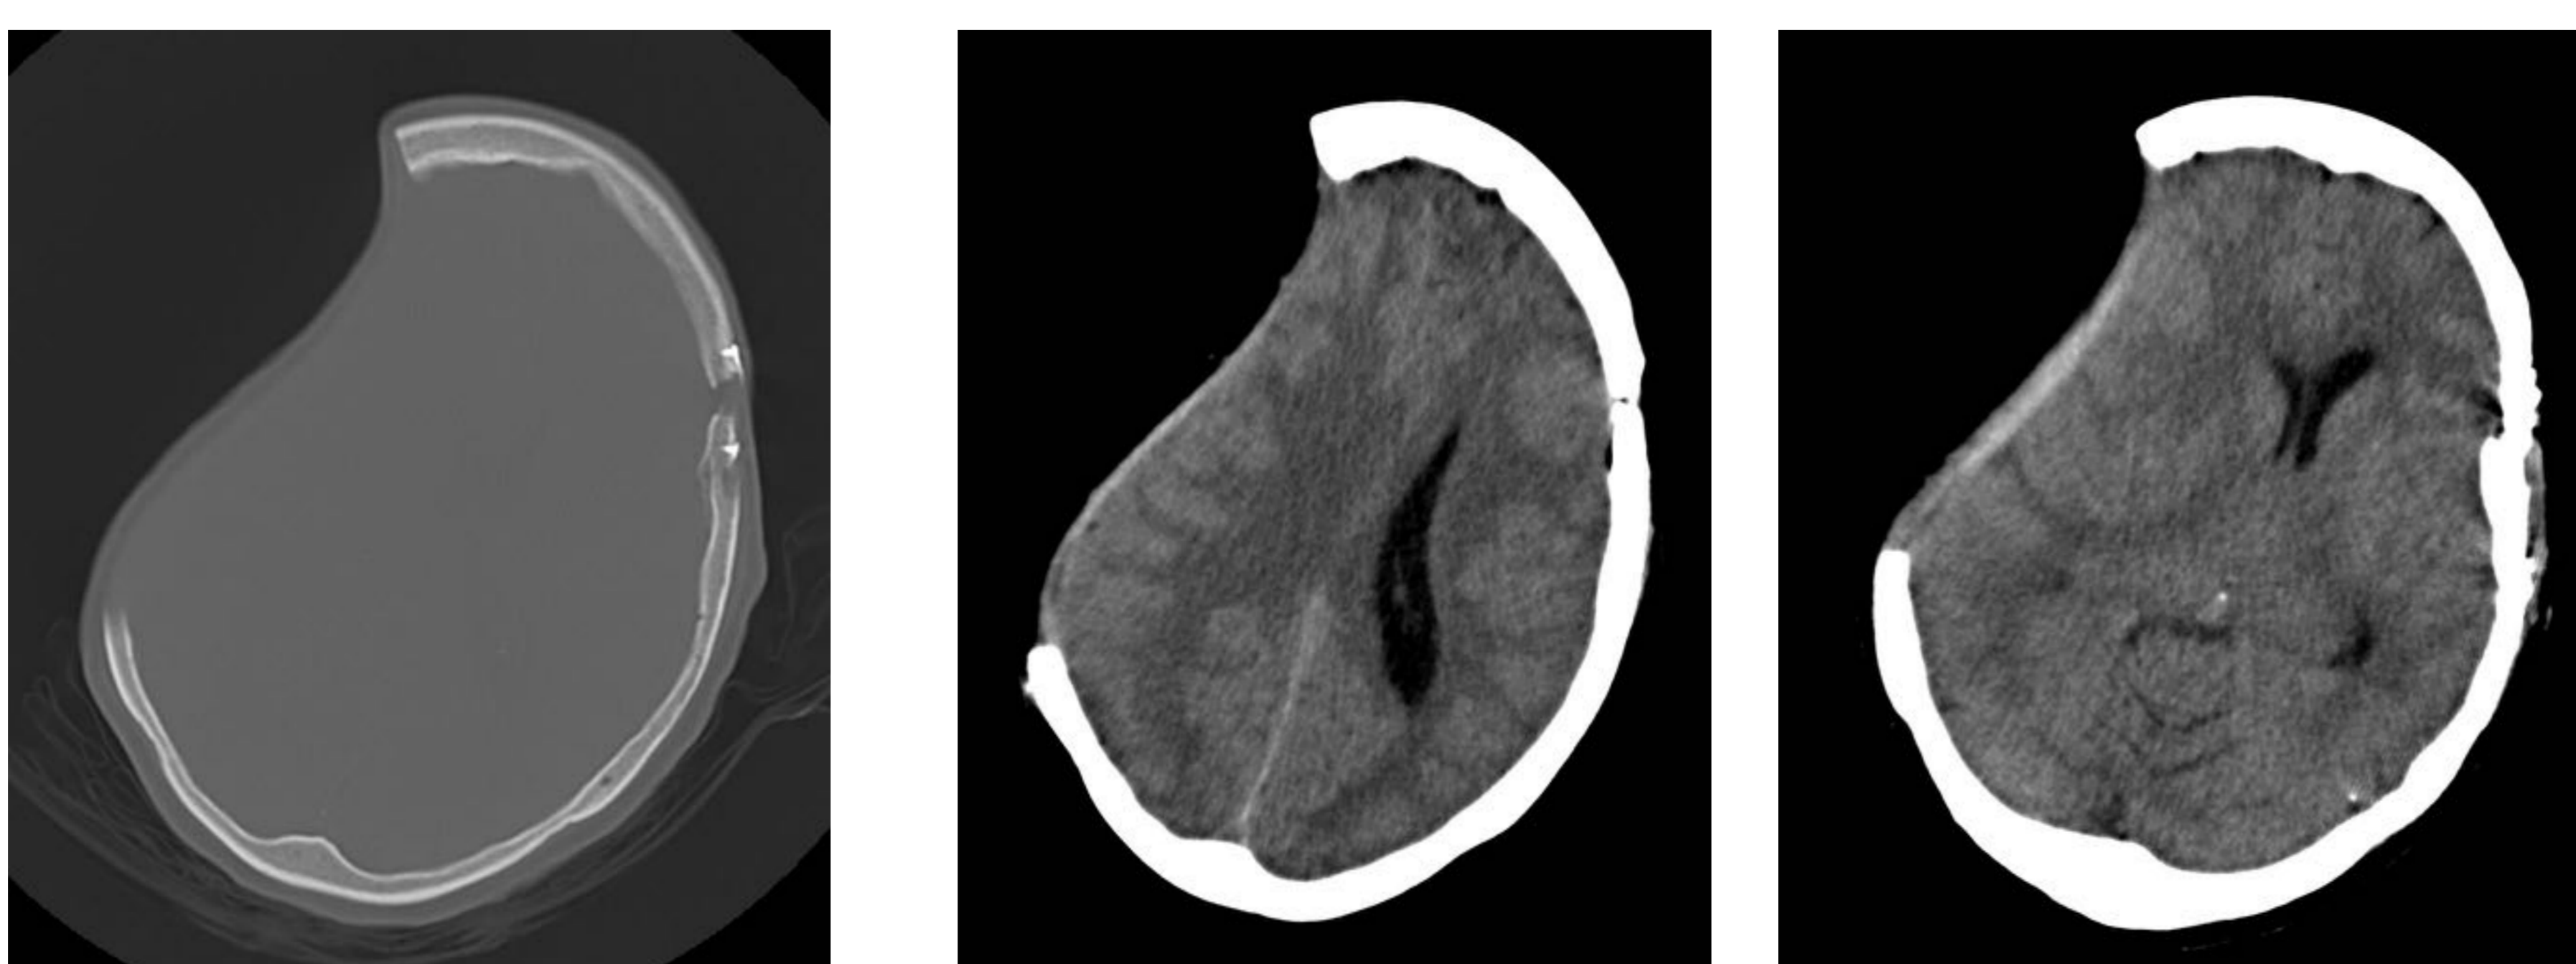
y 72 (cortes axiales TC): craniectomía derecha con hundimiento de la plastia derecha y craneotomía temporo-parietal izquierda. Colapso ventrículo lateral derecho. Desplazamiento de línea media de 8mm.
